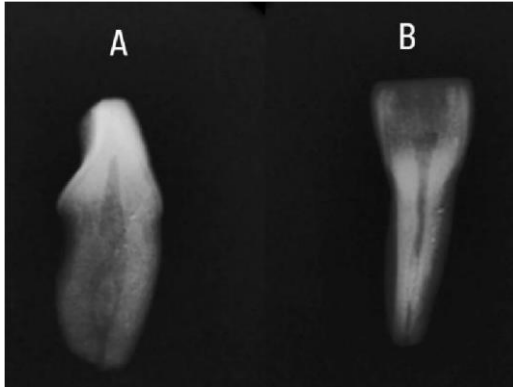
Radiografías periapicales de incisivo inferior usando radiovisógrafo. (A) Sentido vestibulolingual. (B) Sentido mesiodistal.
